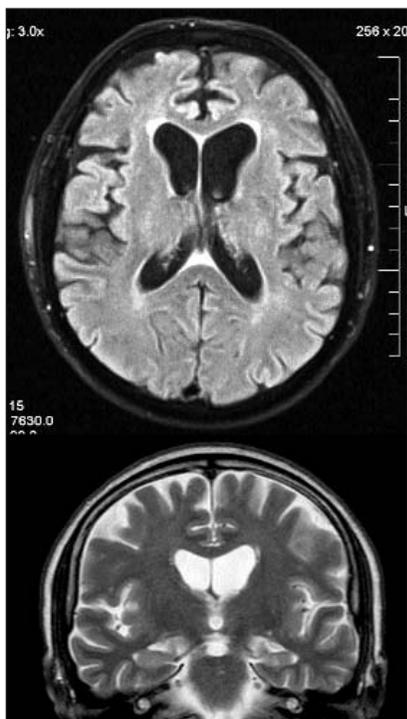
МРТ головного мозга пациентки Б., 59 лет (режим FLAIR, аксиальный срез): признаки диффузной атрофии головного мозга, умеренной лейкоэнцефалопатии
